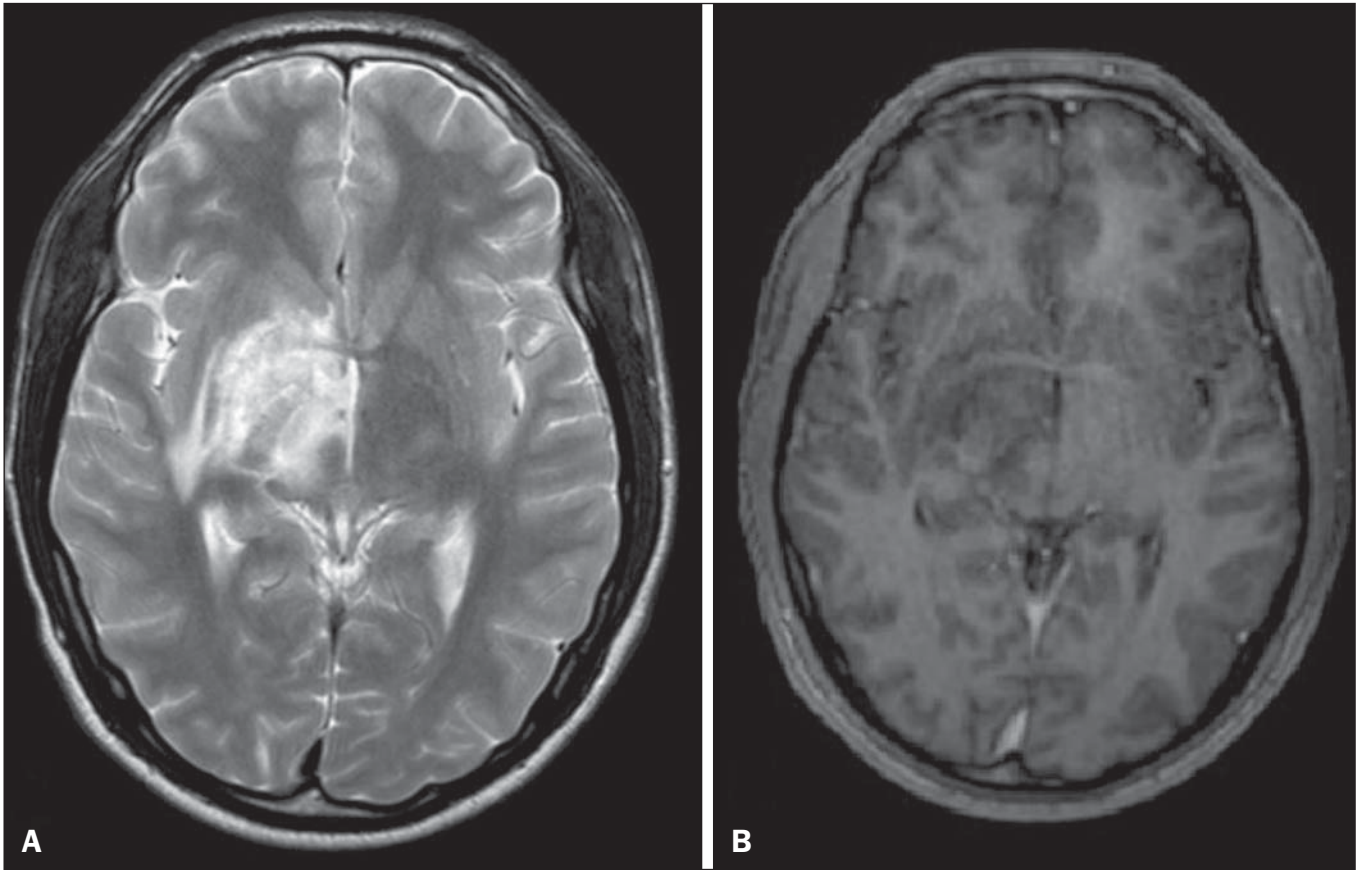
Neuro-Behçet. RM, imagens ponderadas em T2 (A) e T1 (B) demonstram lesão heterogênea na junção mesodiencefálica, com extenso edema sem realce após injeção do meio de contraste gadolínio na região mesencefálico-pontina direita e tálamo.
